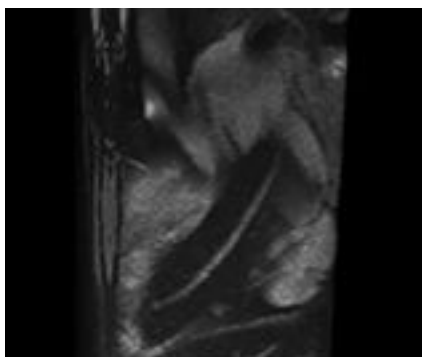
1.5 テスラ臨床 MRI 装置を使用した 3DVR-MRN
